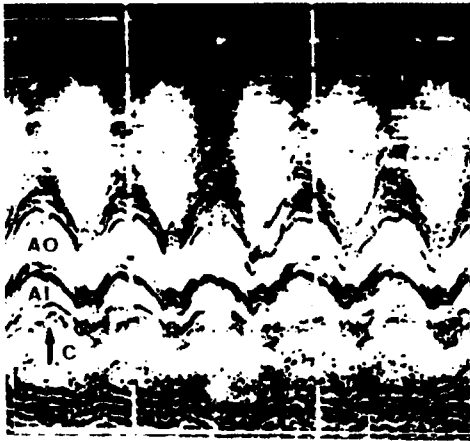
Ecocardiograma de un caso de DVPAT supradiafragmático. Detrás de la aorta (AO) se observa la aurícula izquierda (AI) reducida de tamaño y, en situación más posterior, una imagen de ecos densos (flecha) que delimitan las paredes del colector venoso común (C).
